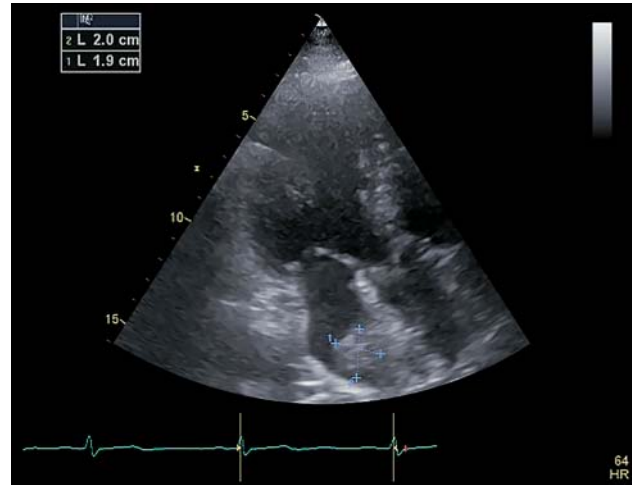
Двухмерная эхокардиограмма в апикальной пятикамерной позиции в систолу желудочков. В левом предсердии визуализируется дополнительное округлое эхопозитивное образование диаметром 2,0 см.
